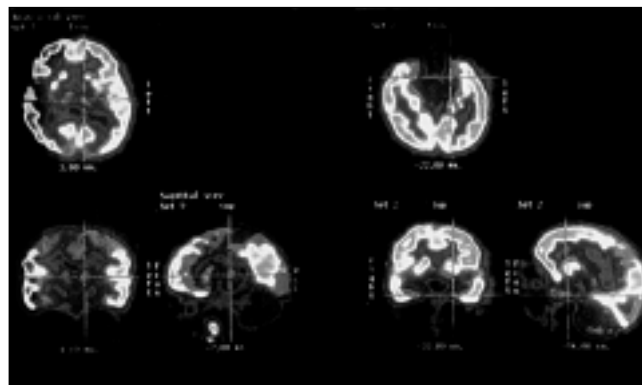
Síndrome de Rett (estudio PET-FDG). Discreto hipometabolismo talámico bilateral y temporal mesial de predominio derecho.
